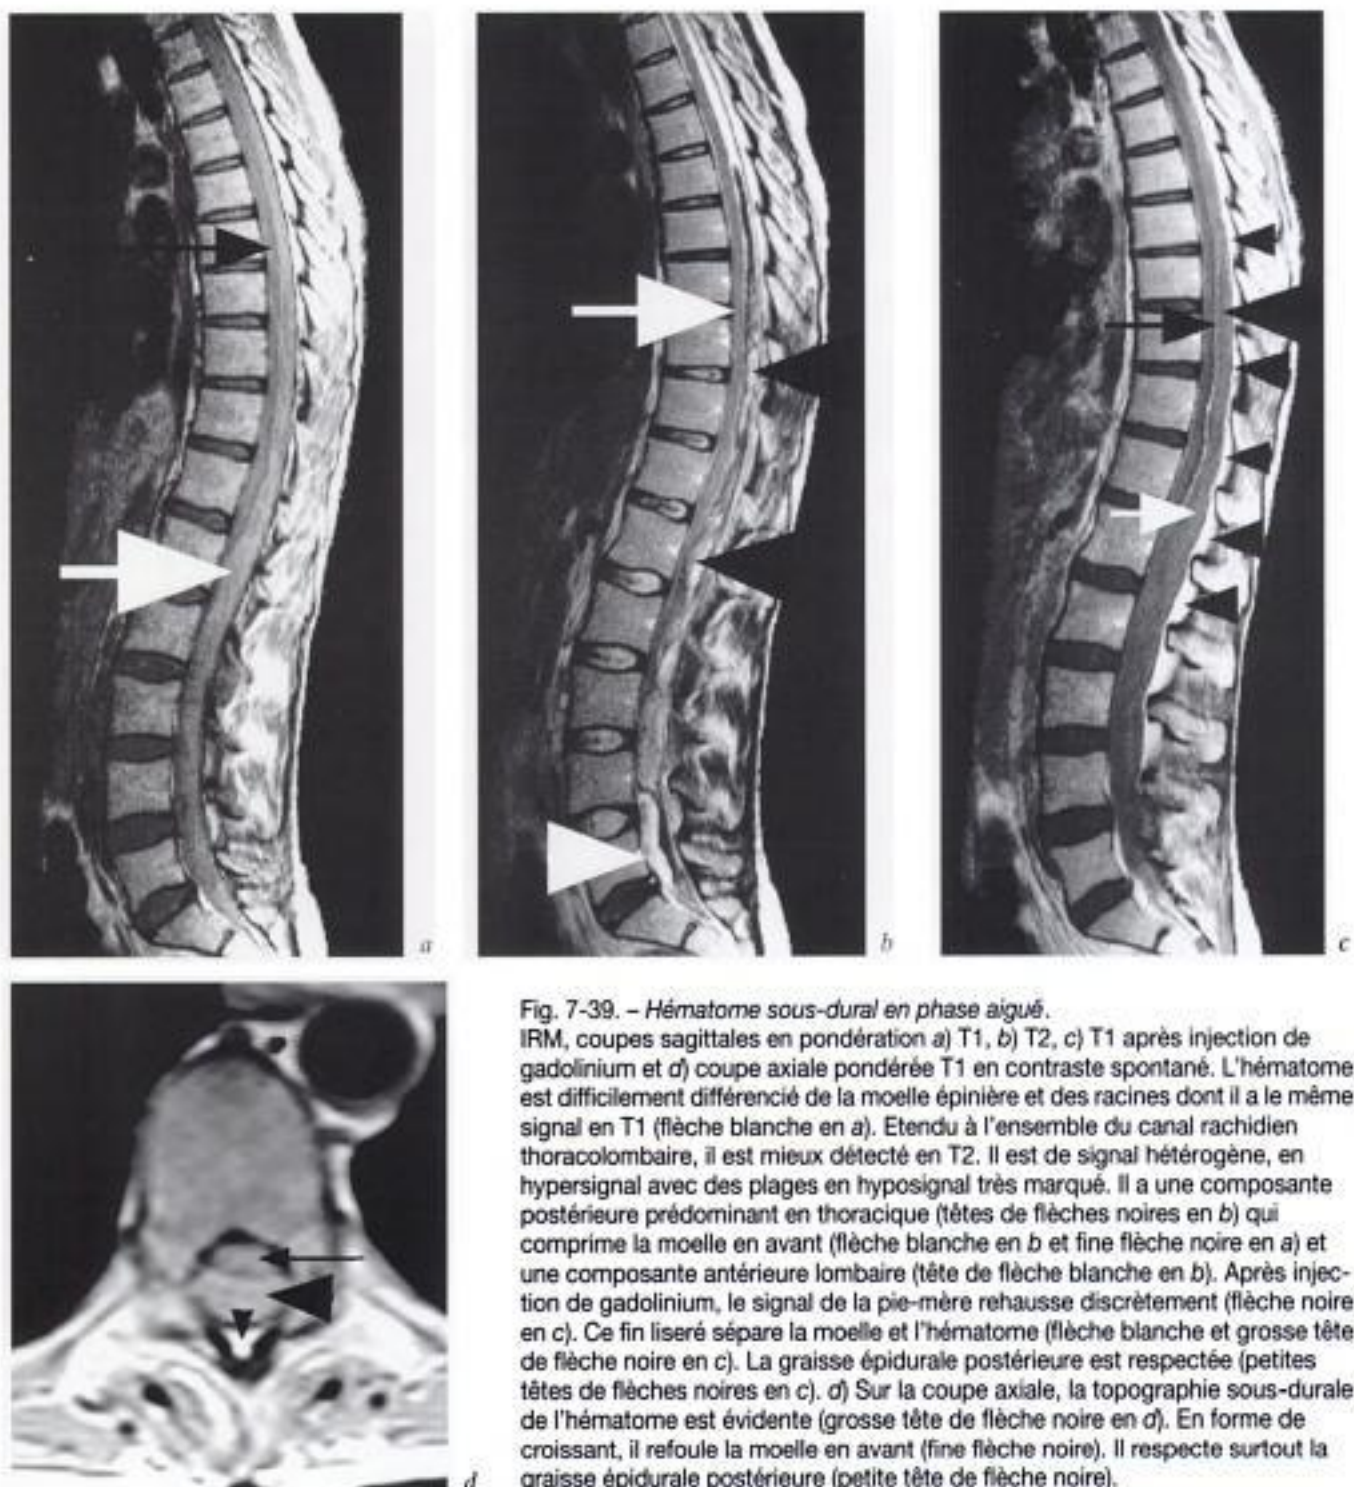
Hématome sous-dural en phase aiguë. IRM, coupes sagittales en pondération a) T1, b) T2, c) T1 après injection de gadolinium et d) coupe axiale pondérée T1 en contraste spontané. L'hématome est difficilement différencié de la moelle épinière et des racines dont il a le même signal en T1 (flèche blanche en a). Étendu à l'ensemble du canal rachidien thoracolombaire, il est mieux détecté en T2. Il est de signal hétérogène, en hypersignal avec des plages en hyposignal très marqué. Il a une composante postérieure prédominant en thoracique (têtes de flèches noires en b) qui comprime la moelle en avant (flèche blanche en b et fine flèche noire en a) et une composante antérieure lombaire (tête de flèche blanche en b). Après injection de gadolinium, le signal de la pie-mère rehausse discrètement (flèche noire en c). Ce fin liseré sépare la moelle et l'hématome (flèche blanche et grosse tête de flèche noire en c). La graisse épidurale postérieure est respectée (petites têtes de flèches noires en c). d) Sur la coupe axiale, la topographie sous-durale de l'hématome est évidente (grosse tête de flèche noire en d). En forme de croissant, il refoule la moelle en avant (fine flèche noire). Il respecte surtout la graisse épidurale postérieure (petite tête de flèche noire).
